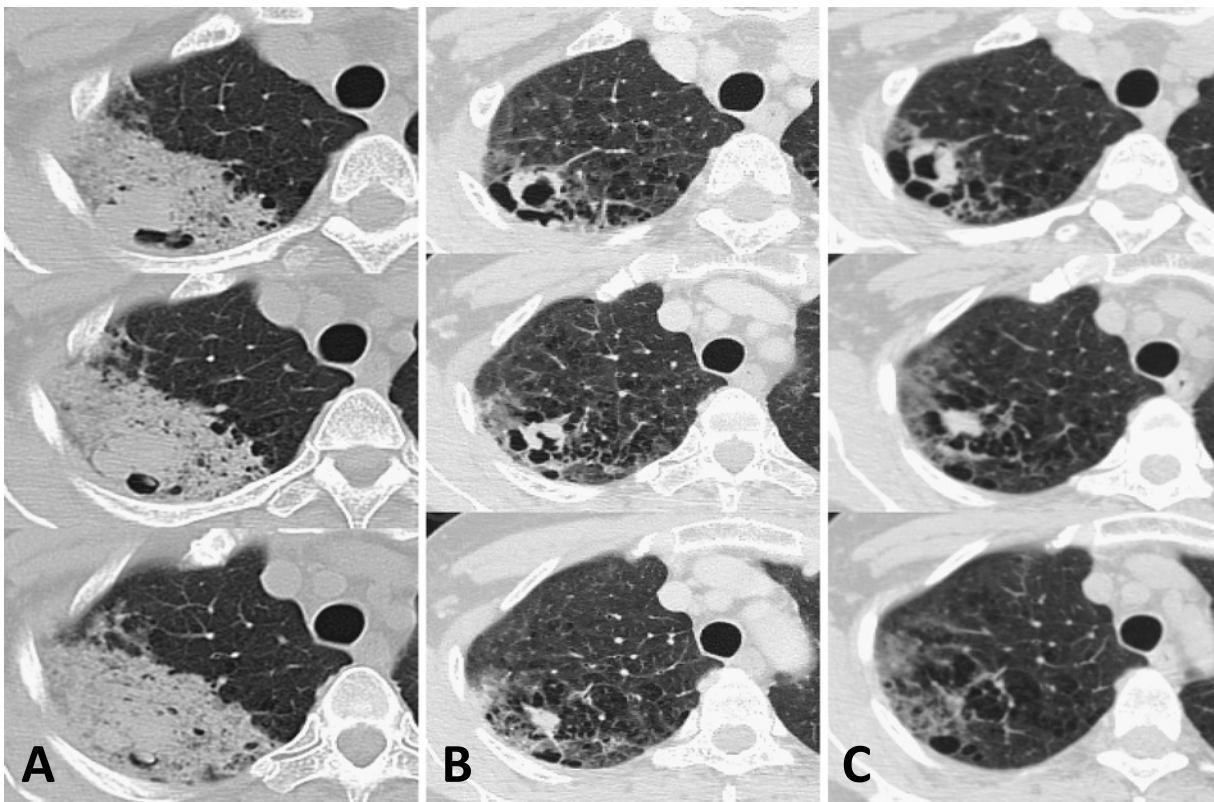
(A) Chest CT showed a nodular shadow surrounding the bulla in the S¹ and nonsegmental dense consolidation in the right upper lung. (B) The nodular shadow surrounding the bulla and consolidation decreased in size in three weeks. (C) Two months later, the nodular shadow surrounding the bulla increased in size again.
